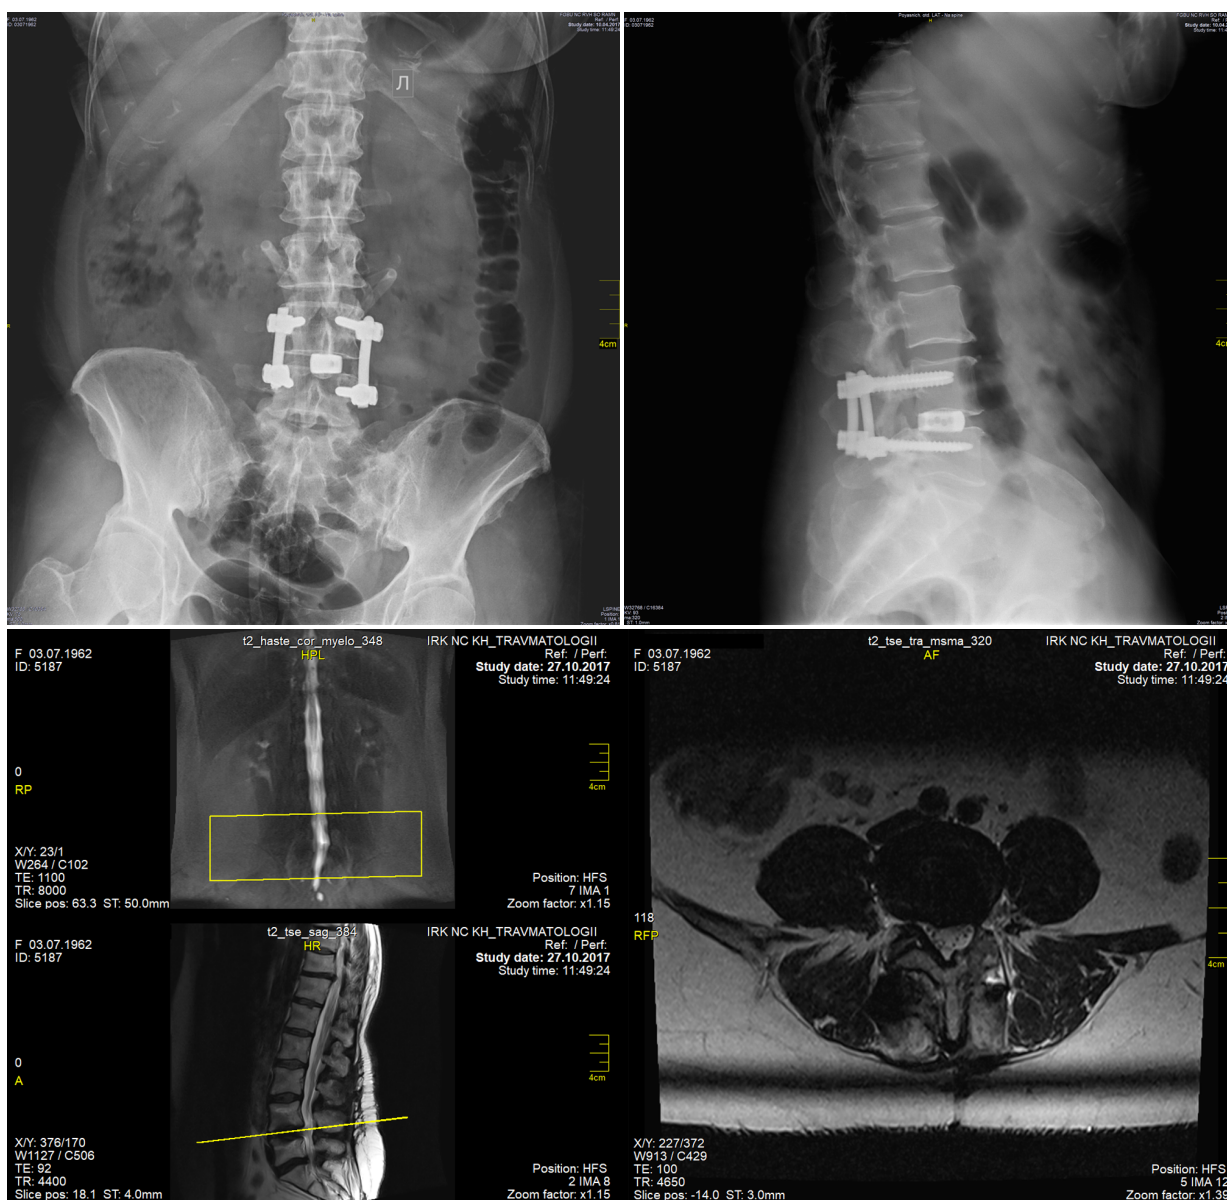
МРТ и рентгенограммы пациентки В. через 6 мес. после операции. Показана декомпрессия позвоночного канала в объёме гемиламинэктомии слева и стабилизацией позвоночно-двигательного сегмента L_{IV} - L_V системой ТПФ и межтеловым кейджем.
